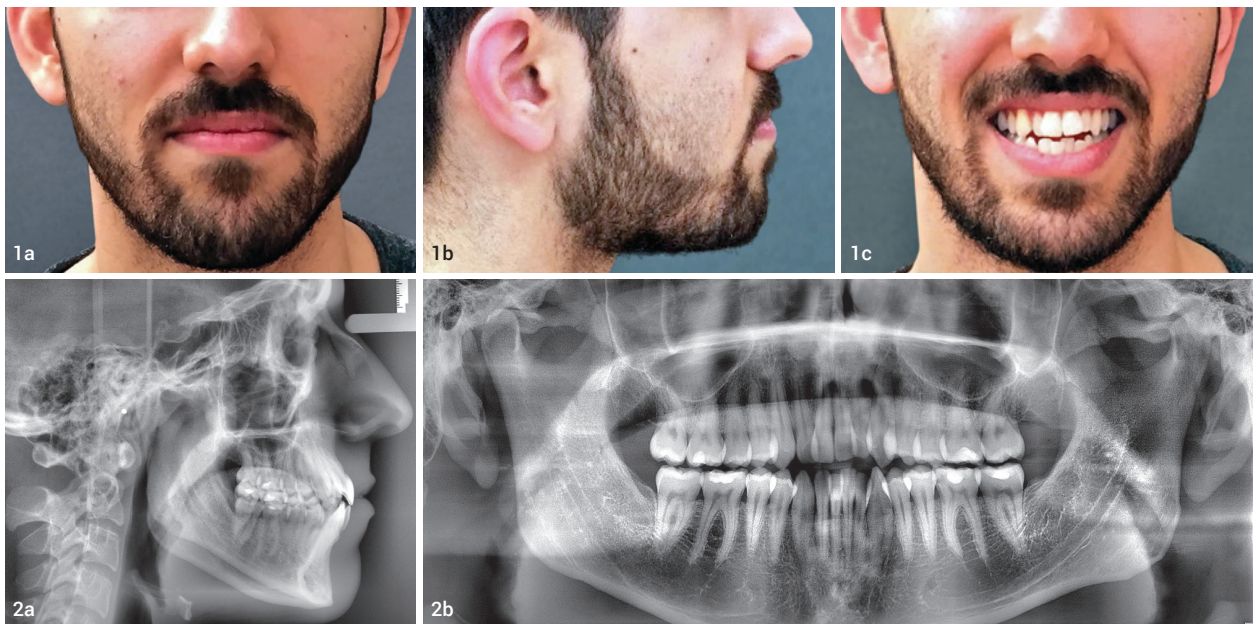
Gesichtsfotos des Patienten, Front und Profil. Abb. 1c: Gesichtsfoto des Patienten lächelnd. Abb. 2a und b: Fernröntgenseitenaufnahme (a) und Orthopantomogramm (b) der Ausgangssituation. (Fotos: © Dr. Michèle Fuchs)
